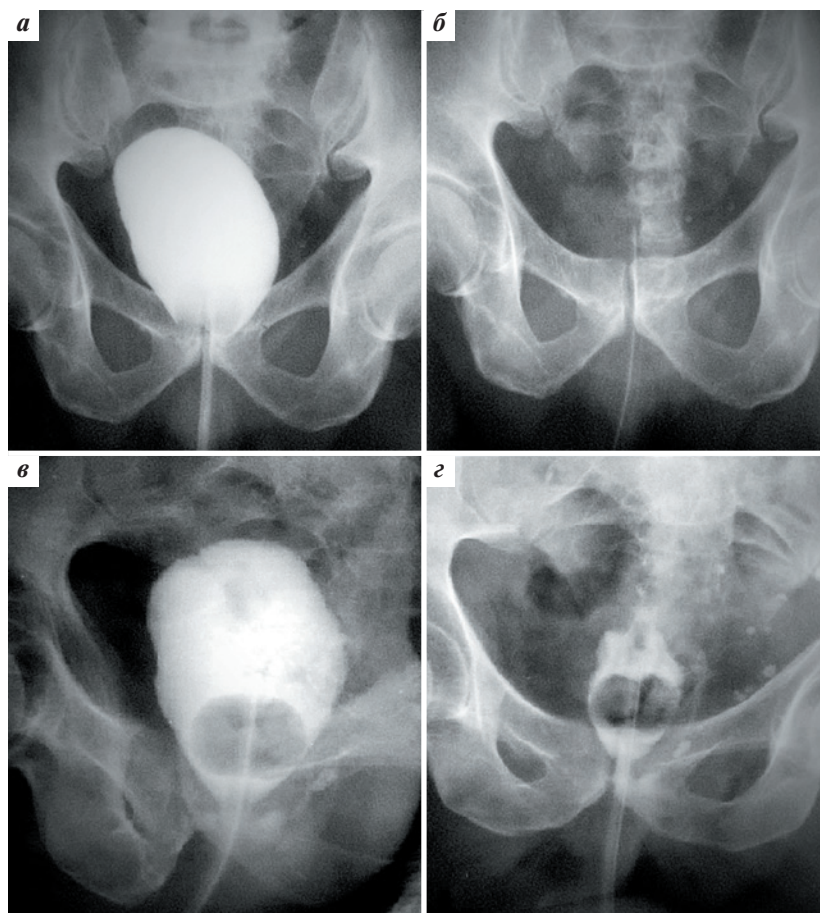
Ретроградная цистография. Мочевой пузырь наполнен раствором рентгенконтрастного препарата (150–200 мл): а – прямая проекция; б – прямая проекция после опорожнения мочевого пузыря; в, г – прямая проекция с наличием экстравазации контрастного препарата
